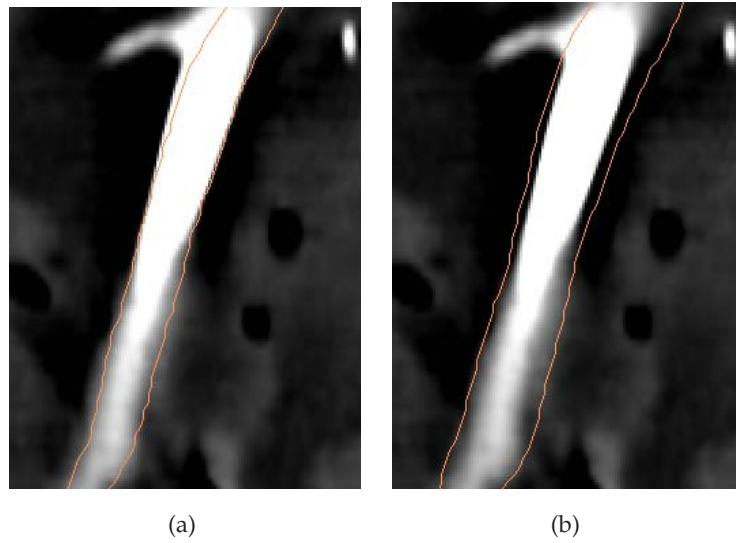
Courbe iso-dose 12Gy obtenue avec une source ^{192}Ir , superposée aux images CT dans une artère iliaque de brebis post ATL, en considérant. a) Un rayon constant autour de la source pour la description du vaisseau (moyenne de rayons) et b) La géométrie déterminée par navigation exploratoire virtuelle.
